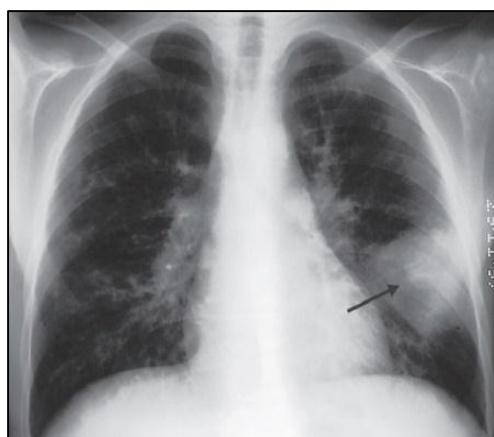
Radiographie thoracique d'un enfant montrant une infiltration due à l'ABPA [30].
